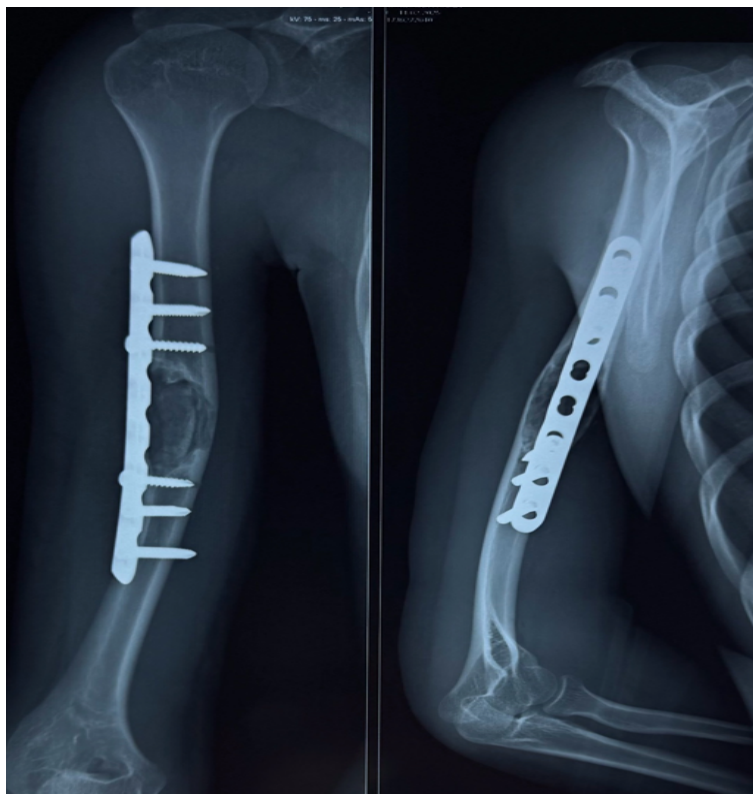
radiographie de contrôle postopératoire.
